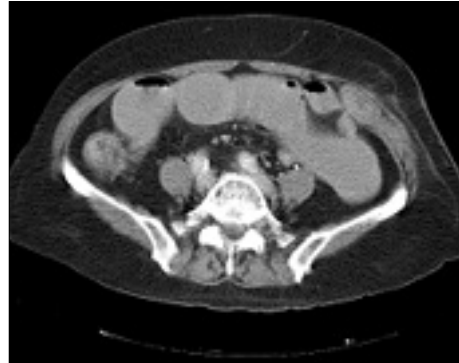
CT scanning of Richter's hernia in left pararectal region.
